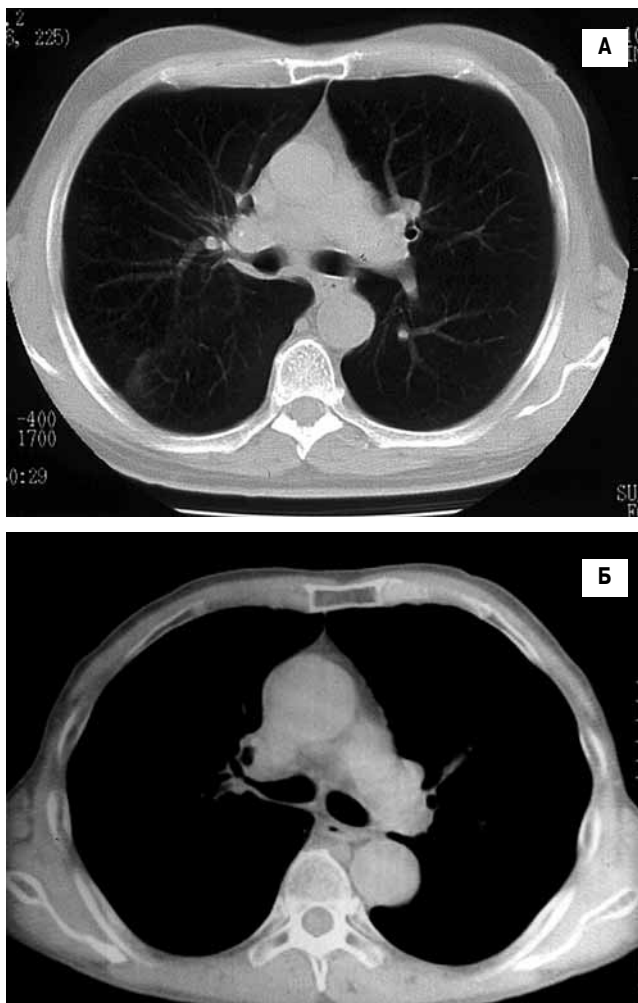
Компьютерная томограмма органов грудной клетки в легочном (А) и мягкотканном (Б) окне. А – центральный перибронхиальный рак верхней доли правого легкого с переходом на главный бронх. Б – центральный перибронхиально-узловой рак верхней доли правого легкого на уровне деления сегментарных бронхов
